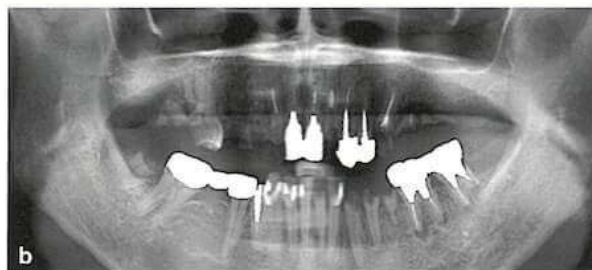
b 初診時の口腔内写真とパノラマX線写真。
